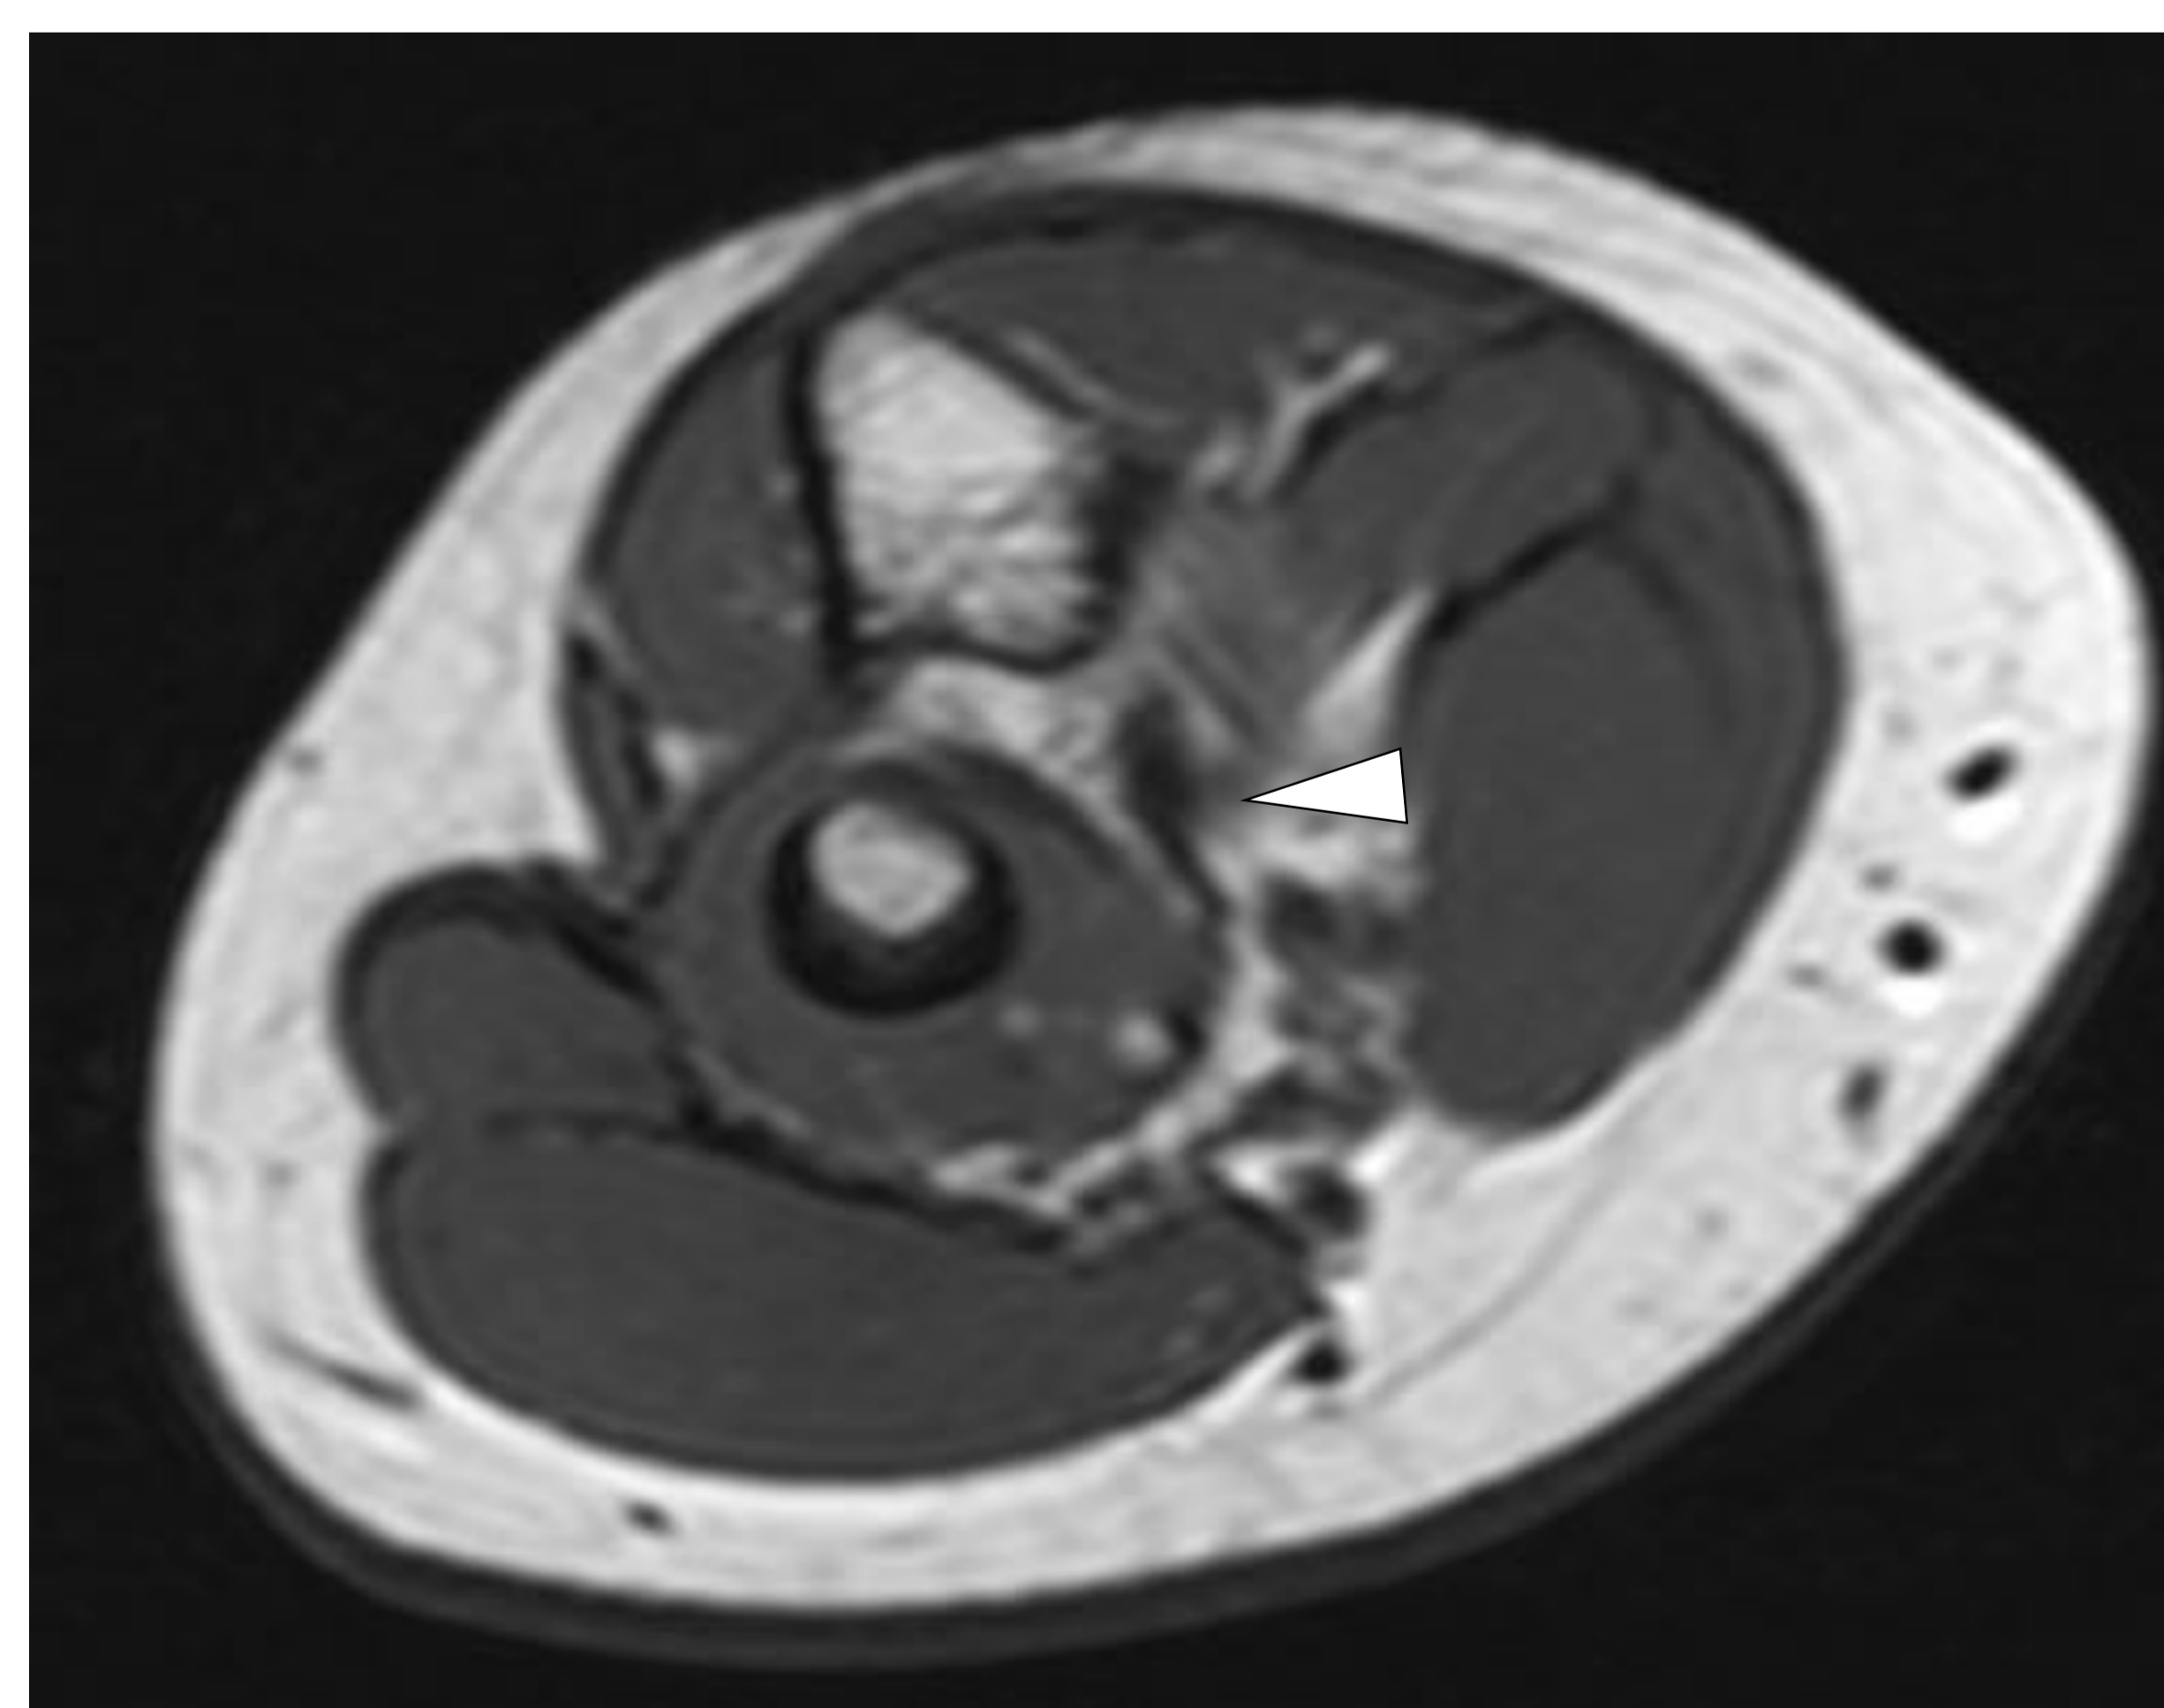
RM codo plano axial T1. La imagen muestra engrosamiento del Ligamento Colateral Cubital Lateral (Cabeza de flecha blanca).
